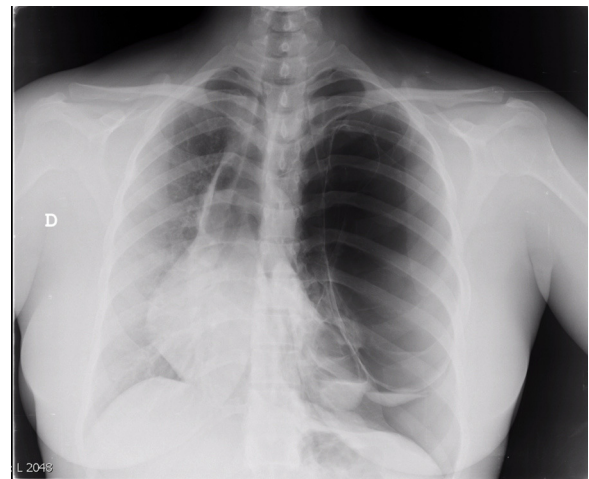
Radiografía simple de tórax posteroanterior. Desplazamiento mediastínico que incluye la silueta cardíaca hacia la derecha, con pérdida de trama broncovascular en el campo pulmonar izquierdo sugierente de gran bulla y neumotórax apical izquierdo. Imágenes quísticas basales izquierdas con nivel hidroaéreo.
